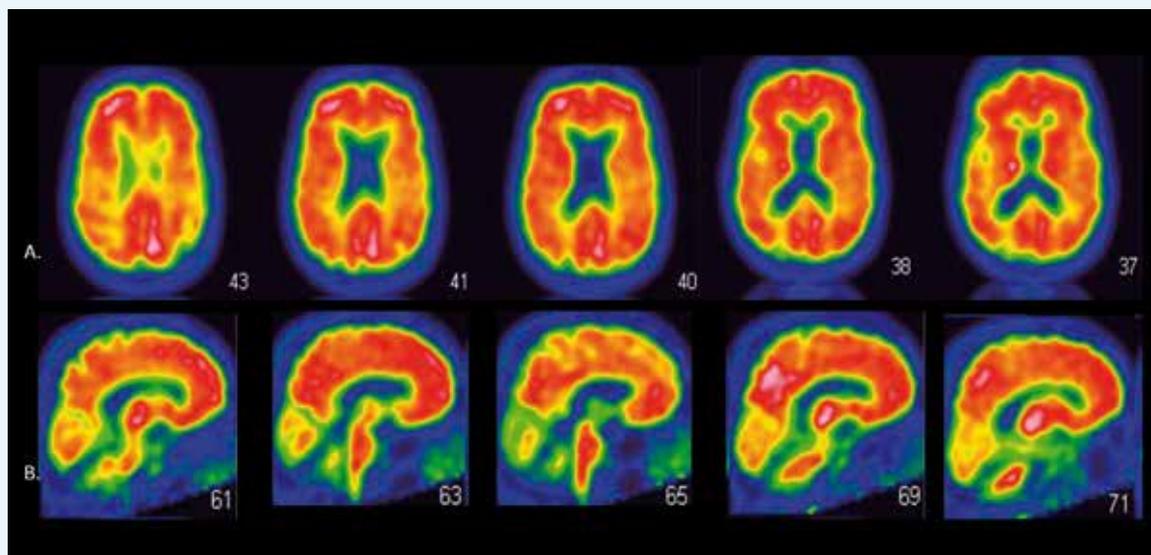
PET amyloïde au Flutemetamol objectivant la présence prononcée et diffuse de plaques amyloïdes corticales en coupe axiale (panneau A.) et sagittale (panneau B.)
